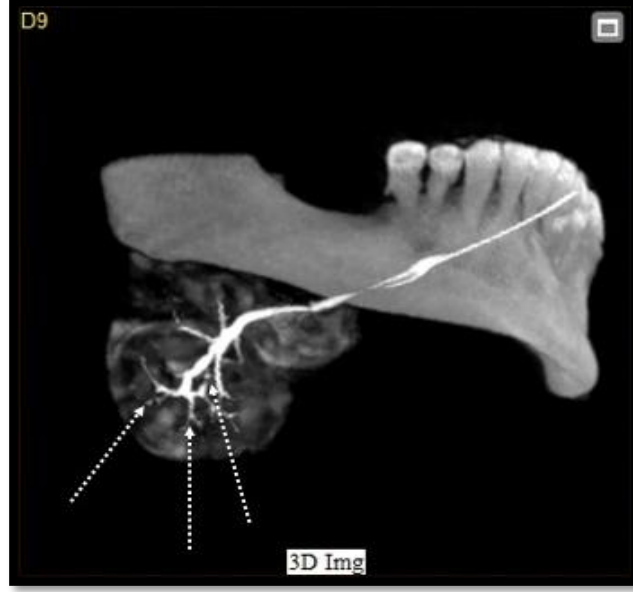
CBCT sialografi; diabetik hastaya ait sol submandibular bezin birincil (kısa kesikli oklar) ve ikincil kanallarında (uzun kesikli oklar) mevcut olan duktal dilatasyonu gösteren MIP- 3D görüntüleri (superior ve internal bakış) izleniyor.
